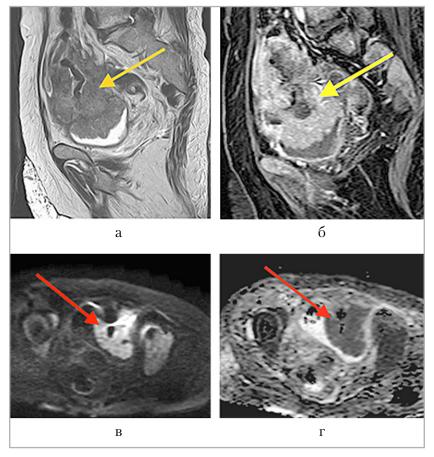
Магнитно-резонансные томограммы органов малого таза: a — режим T2 взвешенного изображения, сагиттальный срез; δ — режим T1 взвешенного изображения с динамическим КУ в венозную фазу, сагиттальный срез; ϵ , ϵ —режим диффузионно-взвешенных изображений с картой измеряемого коэффициента диффузии. Признаки наличия объемного процесса на уровне дистального отдела кишки с прорастанием в стенку и полость мочевого пузыря (желтая стрелка), с истинным ограничением диффузии (красная стрелка)
